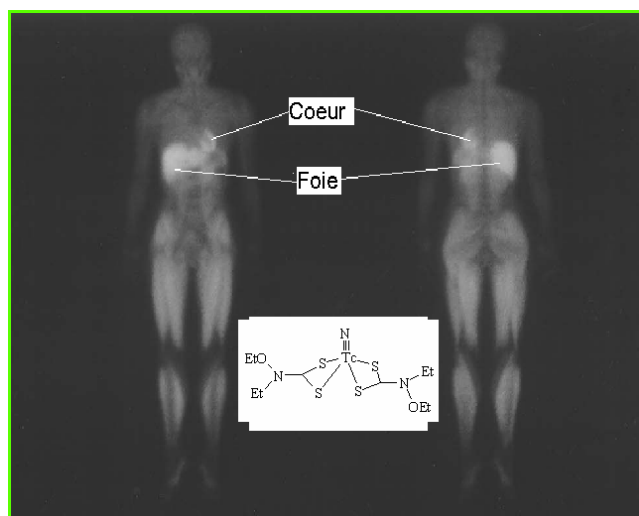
Image scintigraphique obtenue avec un complexe neutre du nitrurotechnétium.
